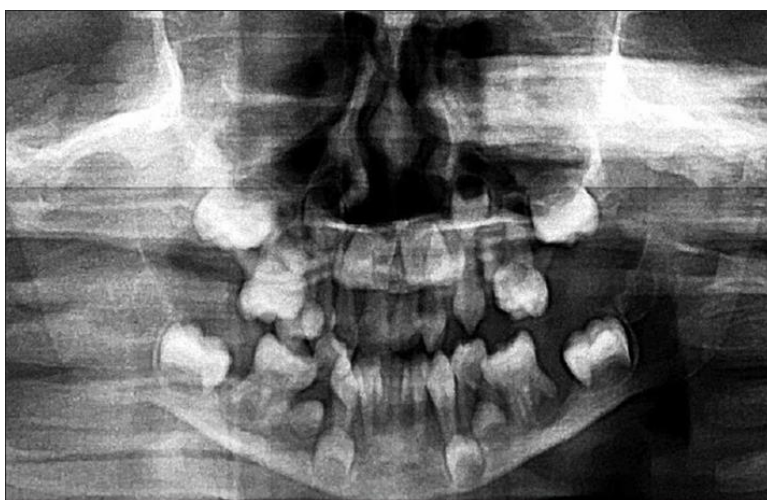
orthopantomogramme d'une patiente âgée de 4 ans, amenée à consulter par son père pour des mobilités dentaires et des douleurs à la mastication, faisant état d'une alvéolyse horizontale généralisée atteignant le tiers apical radiculaire (59)
